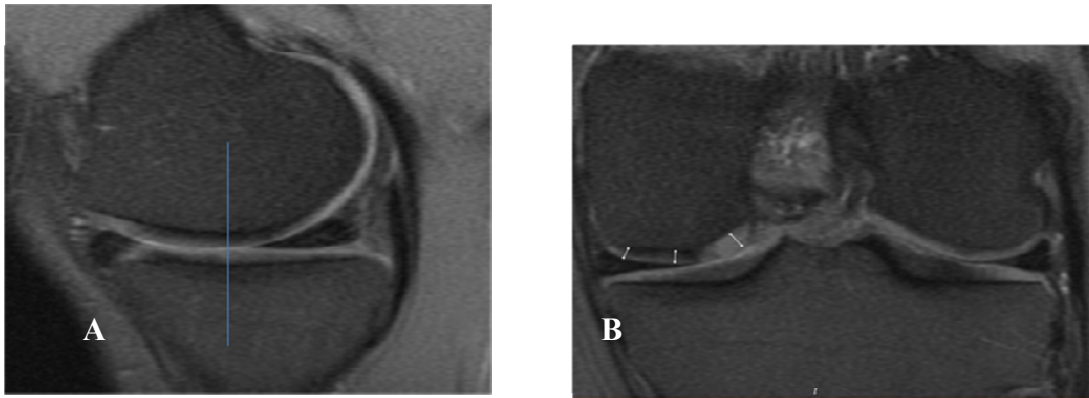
Exemplo do corte da Ressonância Magnética por Imagem no plano coronal: A) nível do corte; B) externamente (Ext), terço médio (Med) e Internamente (Int) dos côndilos femorais medial (CFM) e lateral (CFL).
